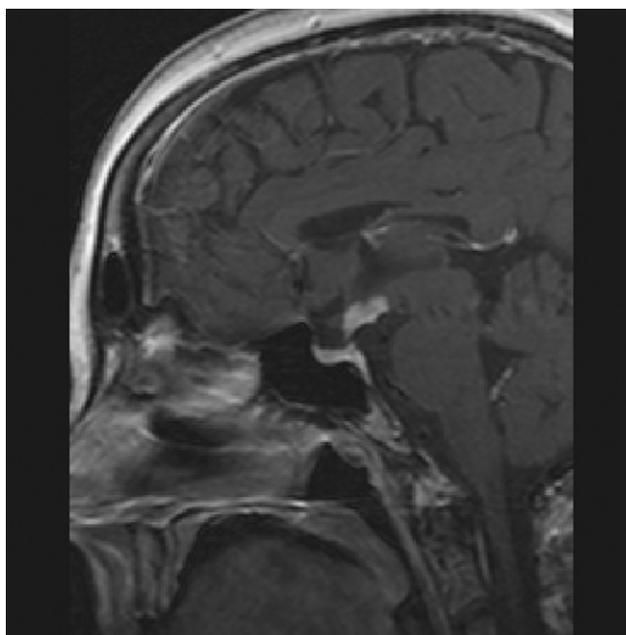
Resonancia nuclear magnética de control previa a cirugía: Reducción importante de la lesión previa, con engrosamiento del tallo hipofisario y pérdida de la hiperseñal de la neurohipofisis y gran realce a nivel del infundíbulo, eminencia media e hipotálamo en T2. Hallazgos radiológicos sugestivos de infundibuloneurohipofisitis.
